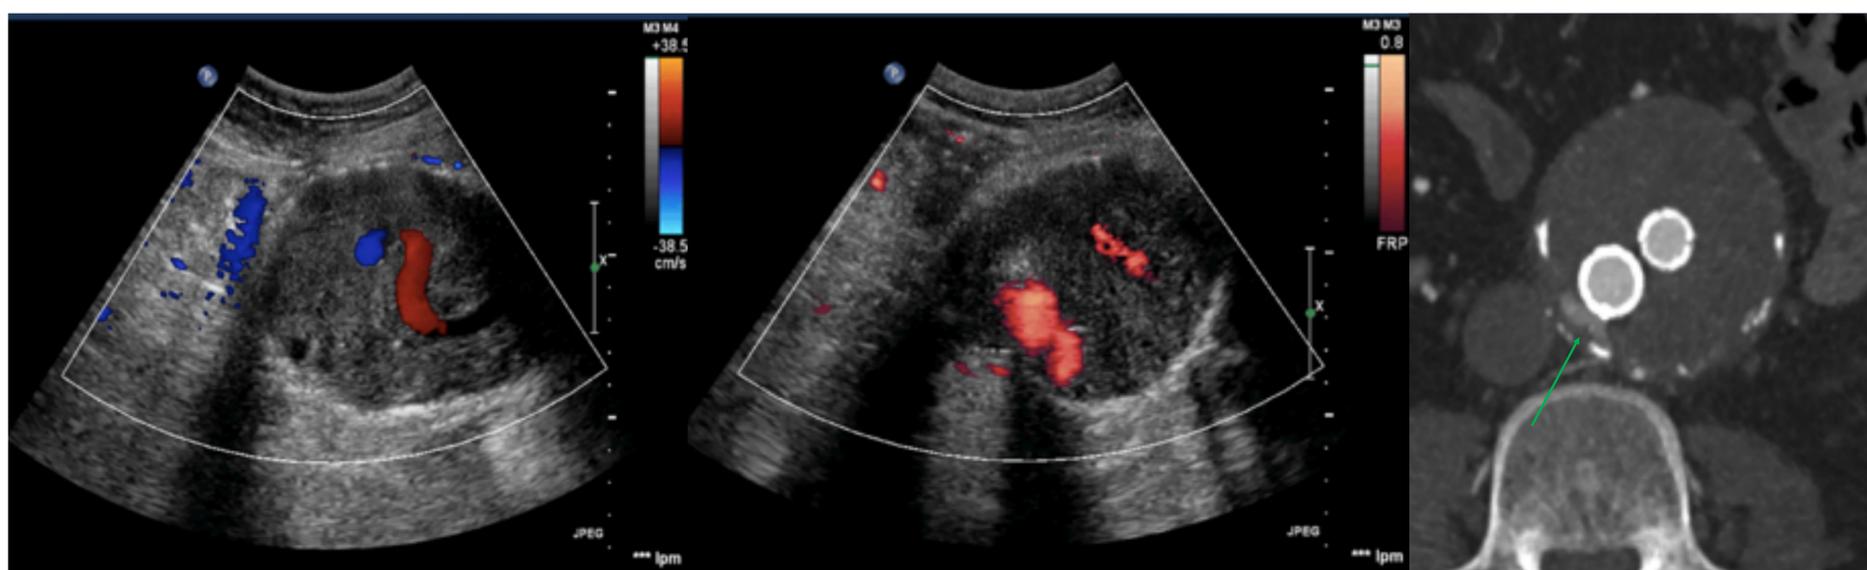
Endoprótesis con endofuga. Imágenes de ecografía *Doppler-color* y *Power-Doppler* donde se identifica flujo en el interior del saco que se confirma con con angioTC (flecha) previo al tratamiento.
